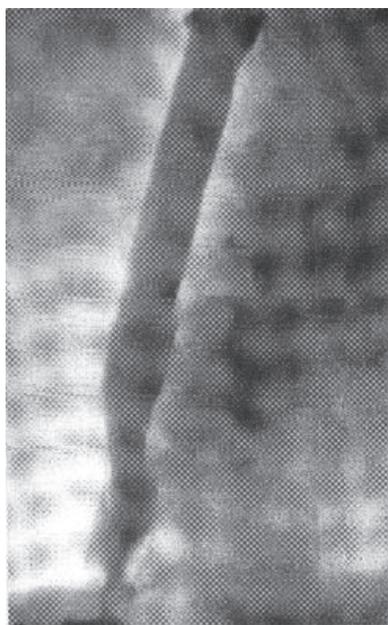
Рентгенограмма пищевода после его реканализации
